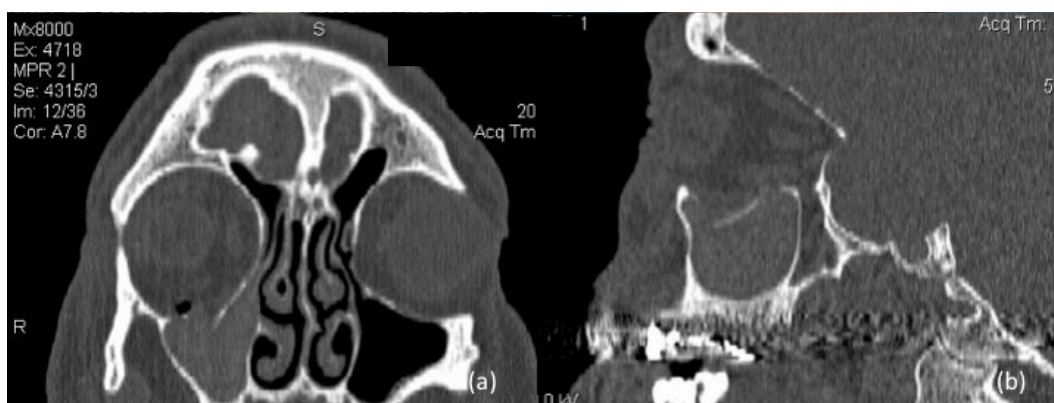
TC (a) proiezione coronale; (b) proiezione sagittale.
